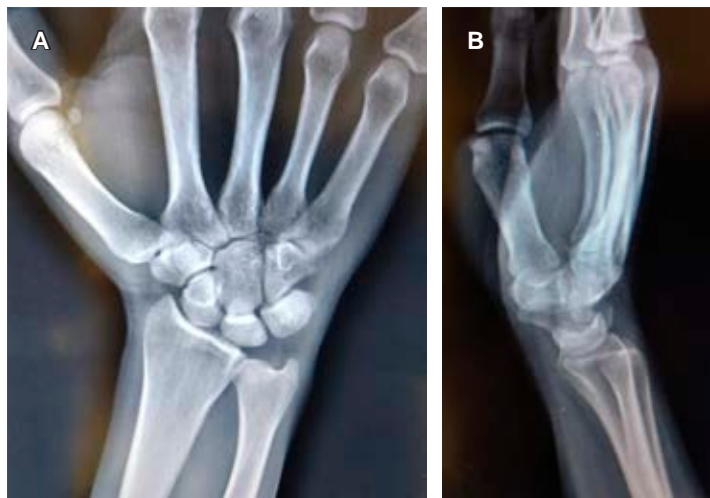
Radiografías anteroposterior y lateral del carpo derecho. Se observa forma y posición normal del hueso semilunar, en femenino de 28 años con dolor en dorso de muñeca de un año de evolución, en quien se sospechó clínicamente enfermedad de Kienböck.
